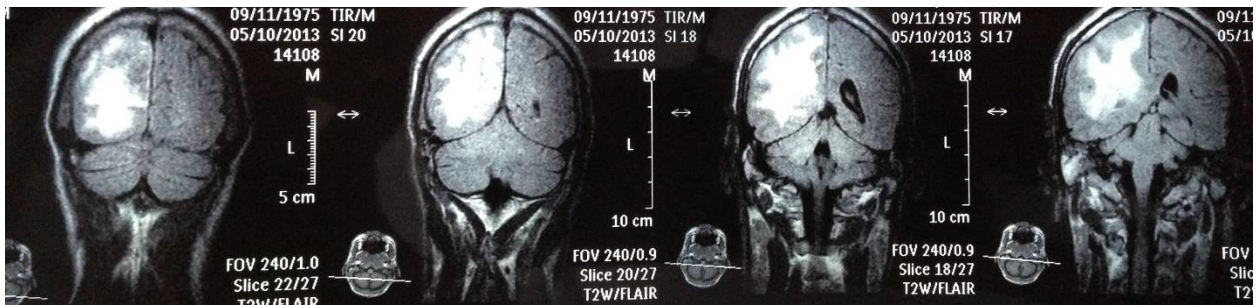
Томограма головного мозку хворого Ж., 43 роки: ознаки об'ємного процесу 50 * 40 * 15 мм тім'яної і потиличної області справа, ознаки системної гіпертрофії лімфоїдної тканини голови і шиї
